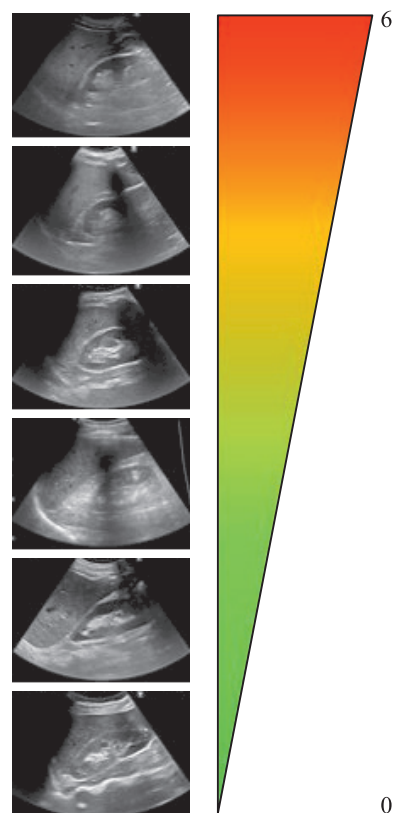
Полуколичественная оценка стеатоза печени по данным УЗИ [14]
